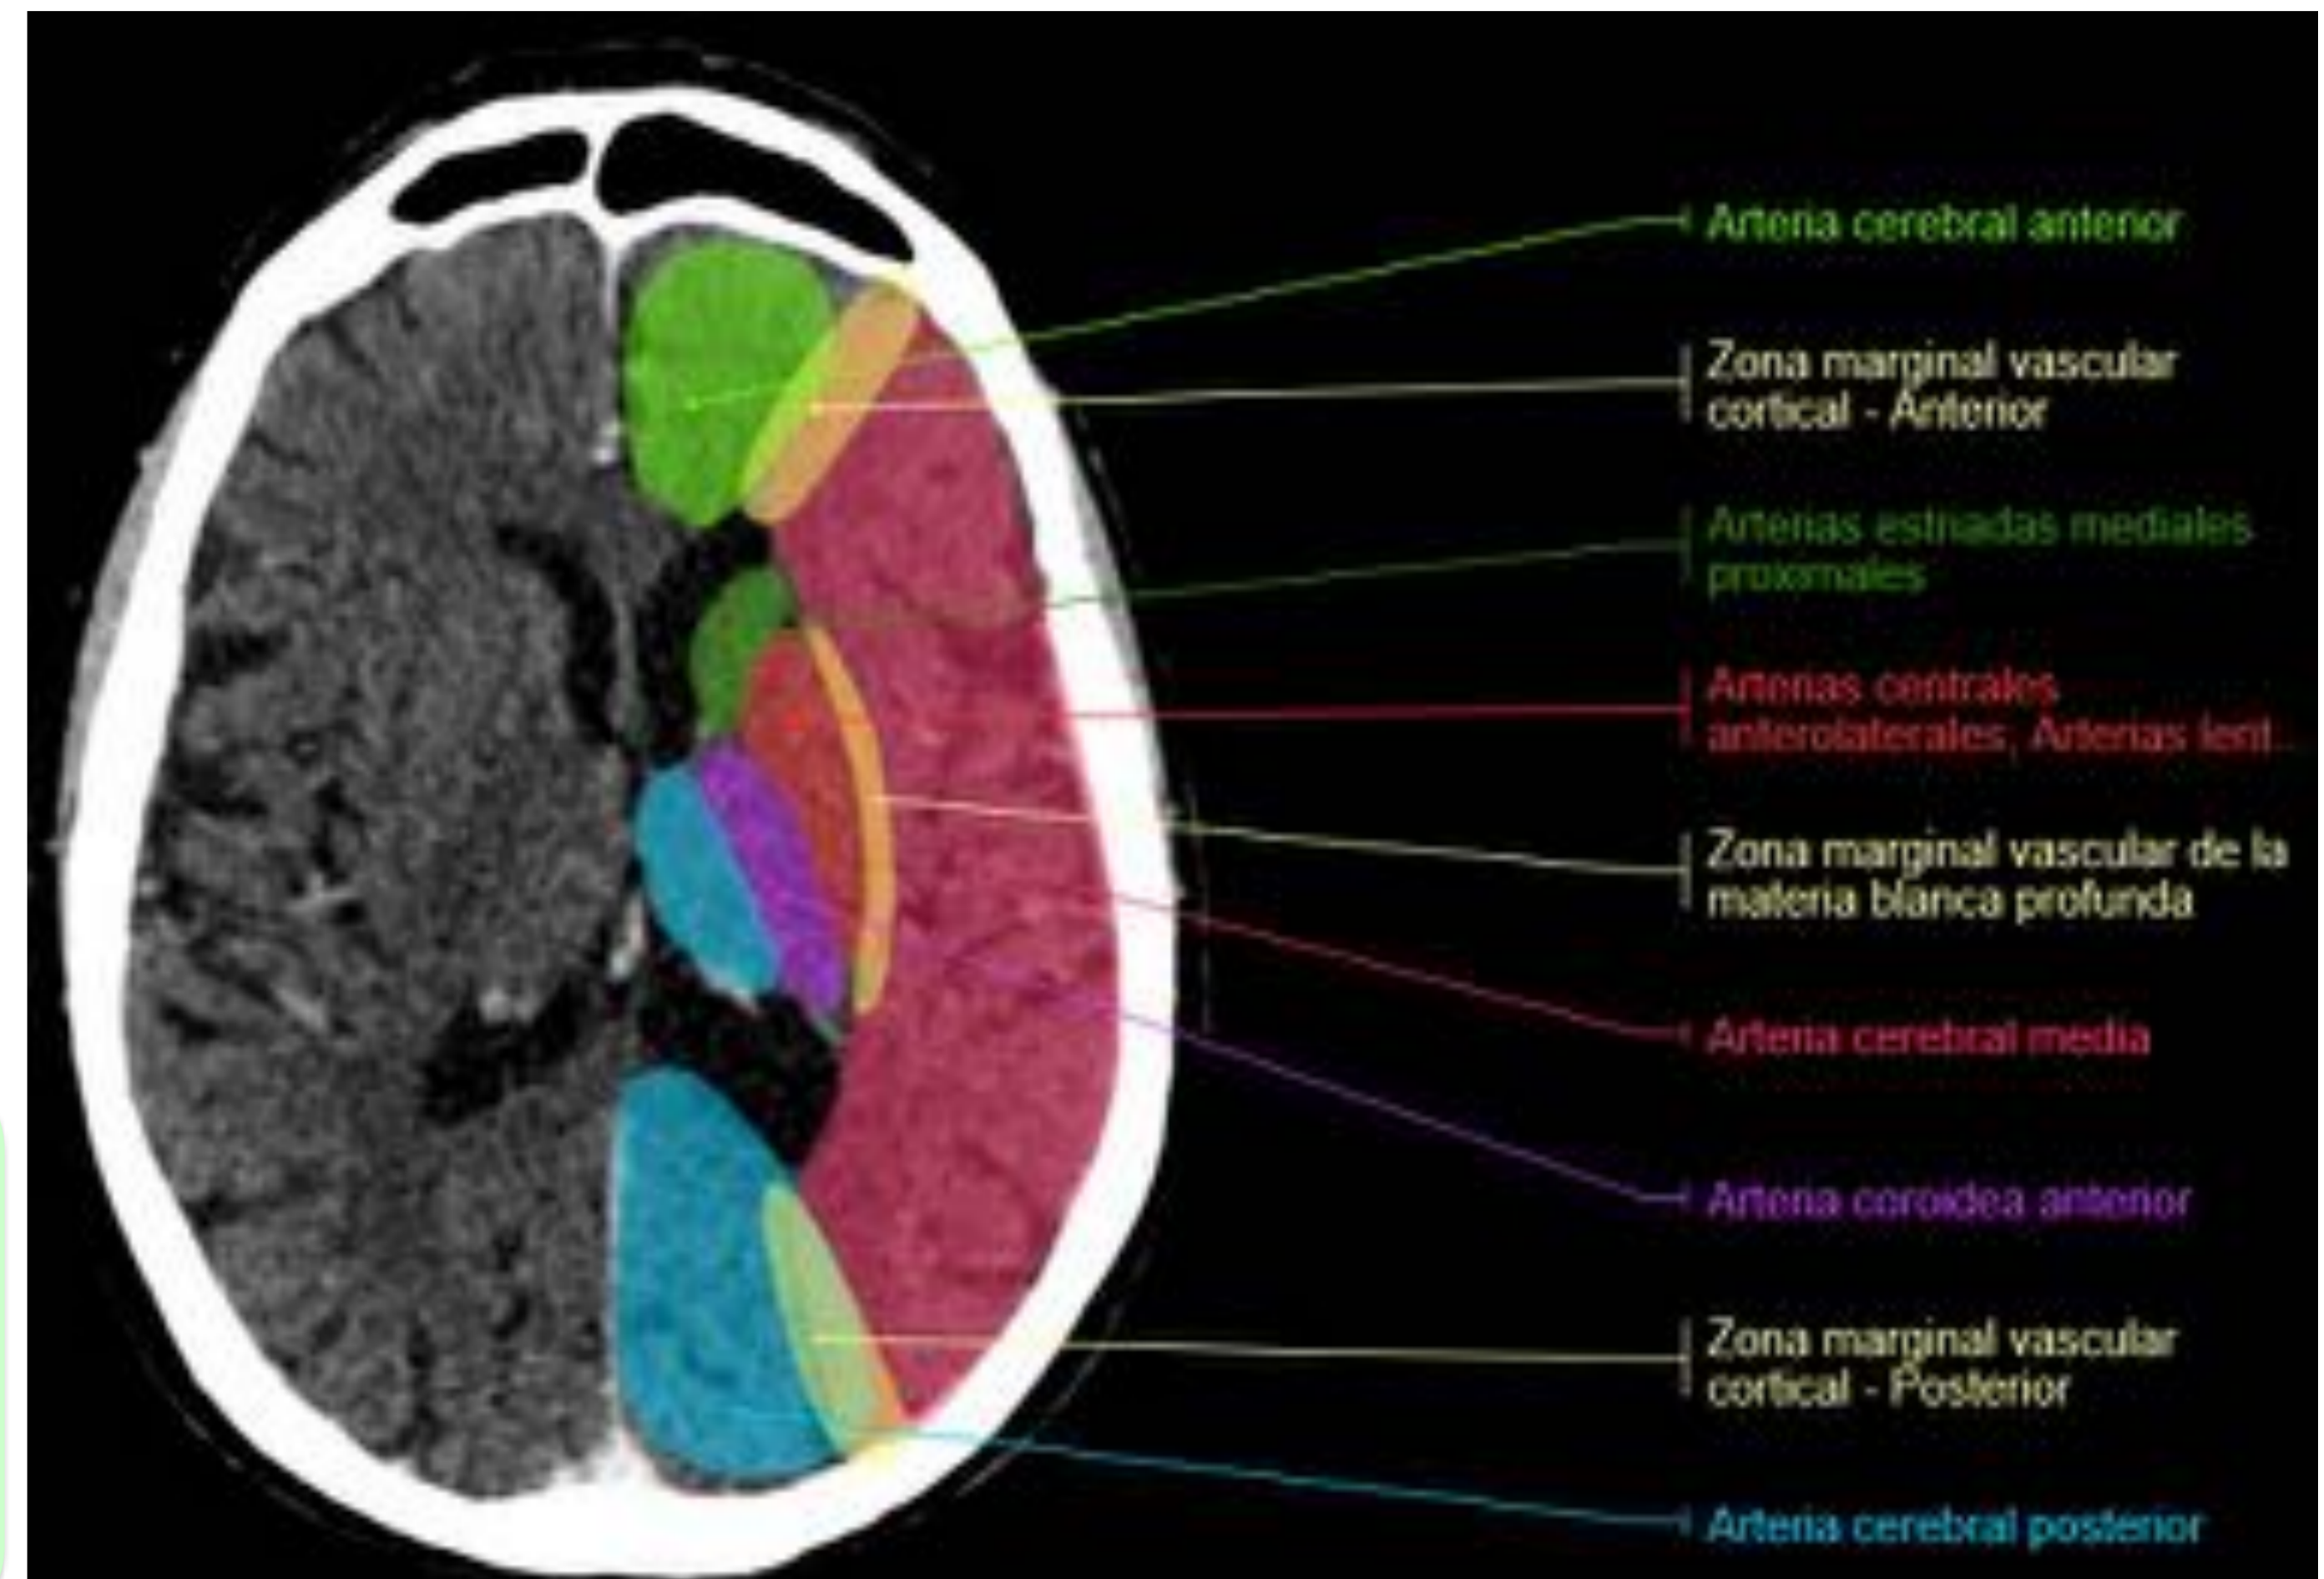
(corte axial TC): en color verde se muestra el territorio vascular correspondiente a la ACA.
